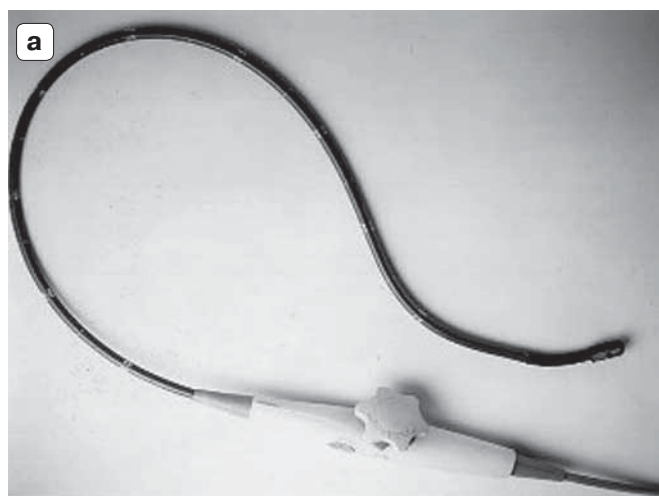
а – датчик для проведения чреспищеводной эхокардиографии; б – чреспищеводное эхокардиографическое исследование.
